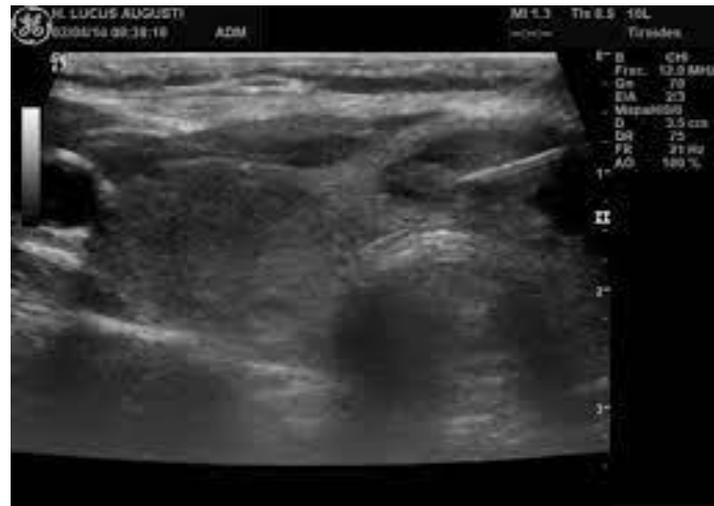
PAAF guiada por ecografía.
